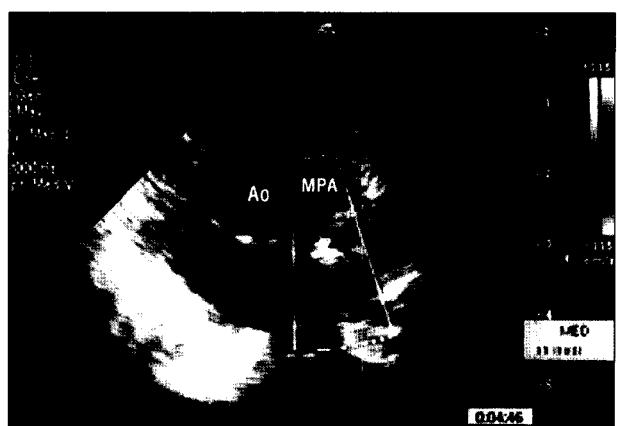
Postoperative 2D Echocardiography. Parasternal short axis view at discharge shows that the antegrade laminar flow through MPA without obstruction. Ao=Ascending aorta; MPA=Main pulmonary artery.
